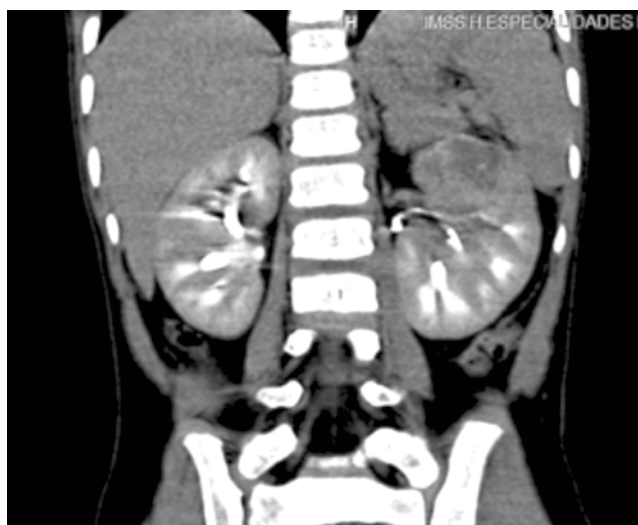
Tomografía computada, corte axial donde se aprecian ambos riñones con tumor de gran volumen.
